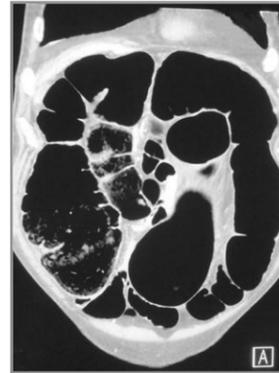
Abdomen-CT: Massiv dilatiertes Colon.
